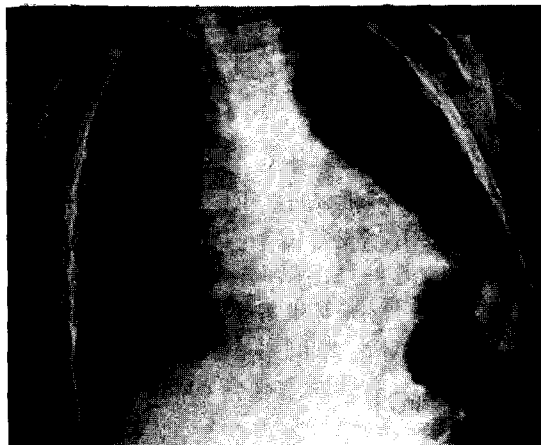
Postop. Simple chest X-ray
